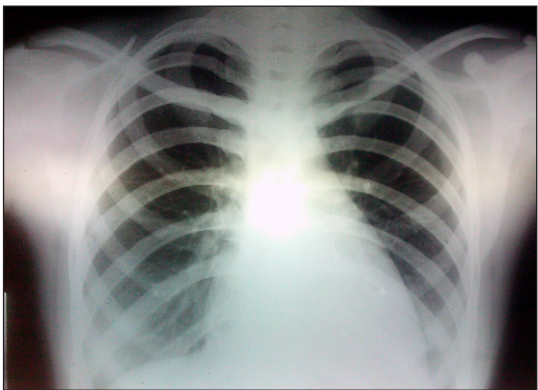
Radiografía de tórax post quirúrgica que muestra el achicamiento de la silueta cardíaca.
